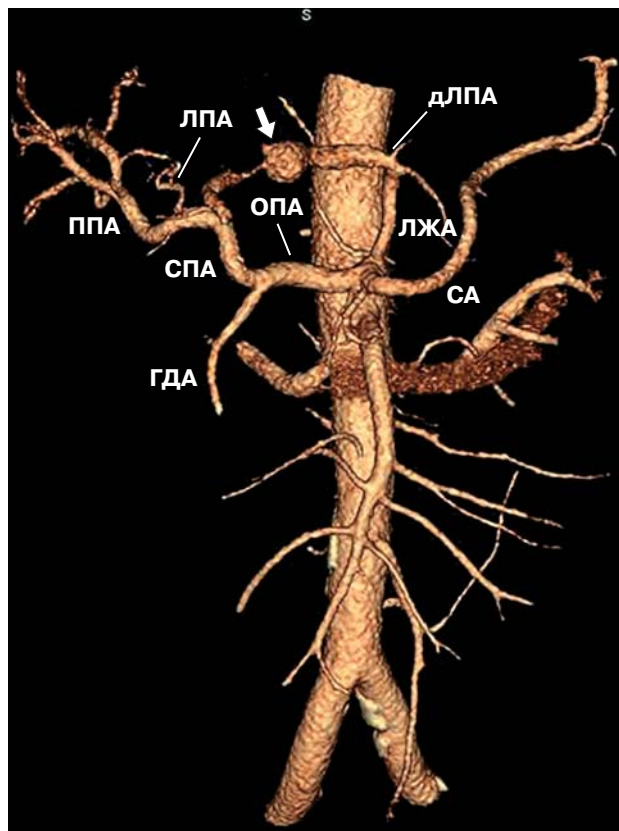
Пациент К., 47 лет. КТ-ангиограмма (артериальная фаза), 3D-реконструкция: мешотчатая аневризма (стрелка) добавочной левой печеночной артерии (дЛПА), отходящей от левой желудочной артерии (ЛЖА); СА – селезеночная артерия, ОПА – общая печеночная артерия, СПА – собственно печеночная артерия, ППА – правая печеночная артерия, ГДА – гастродуоденальная артерия. Пациенту успешно выполнена перевязка левой печеночной артерии в связи с разрывом аневризмы дЛПА.
